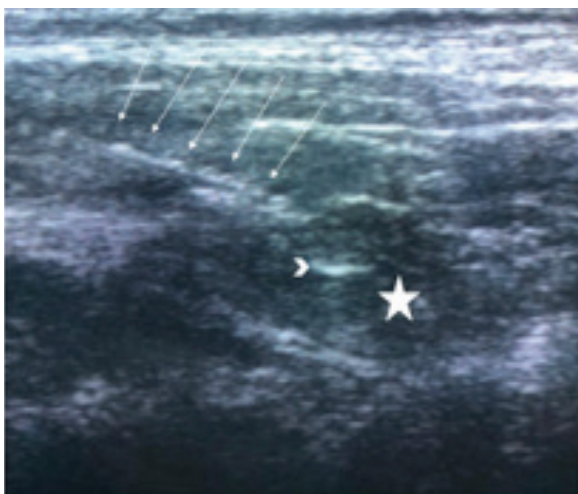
At ultrasound guided (arrows) MAA injected into the lesion compatible with parathyroid adenoma (star). Note the hyperechoic needle tip at the center of the lesion during injection (arrowhead). After injection of ^{99m}Tc macroaggregated albumin, the border of the adenoma blurred because of microbubbles within the radiopharmaceutical.
